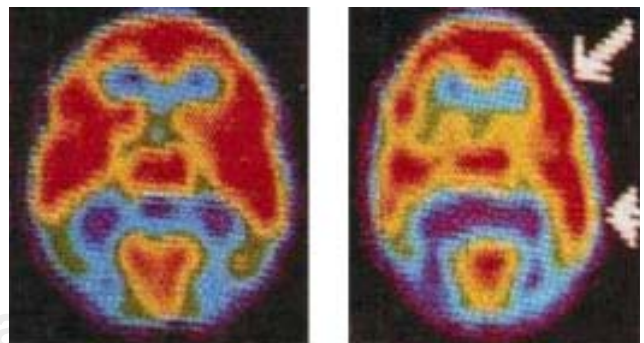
La neuroimagenología es un recurso novedoso para el conocimiento de la función cerebral y sus conexiones. Esta imagen es una tomografía por emisión de fotón único (SPECT single photon emission computed tomography) el cual muestra (flechas) la recepción auditiva y sus conexiones.
